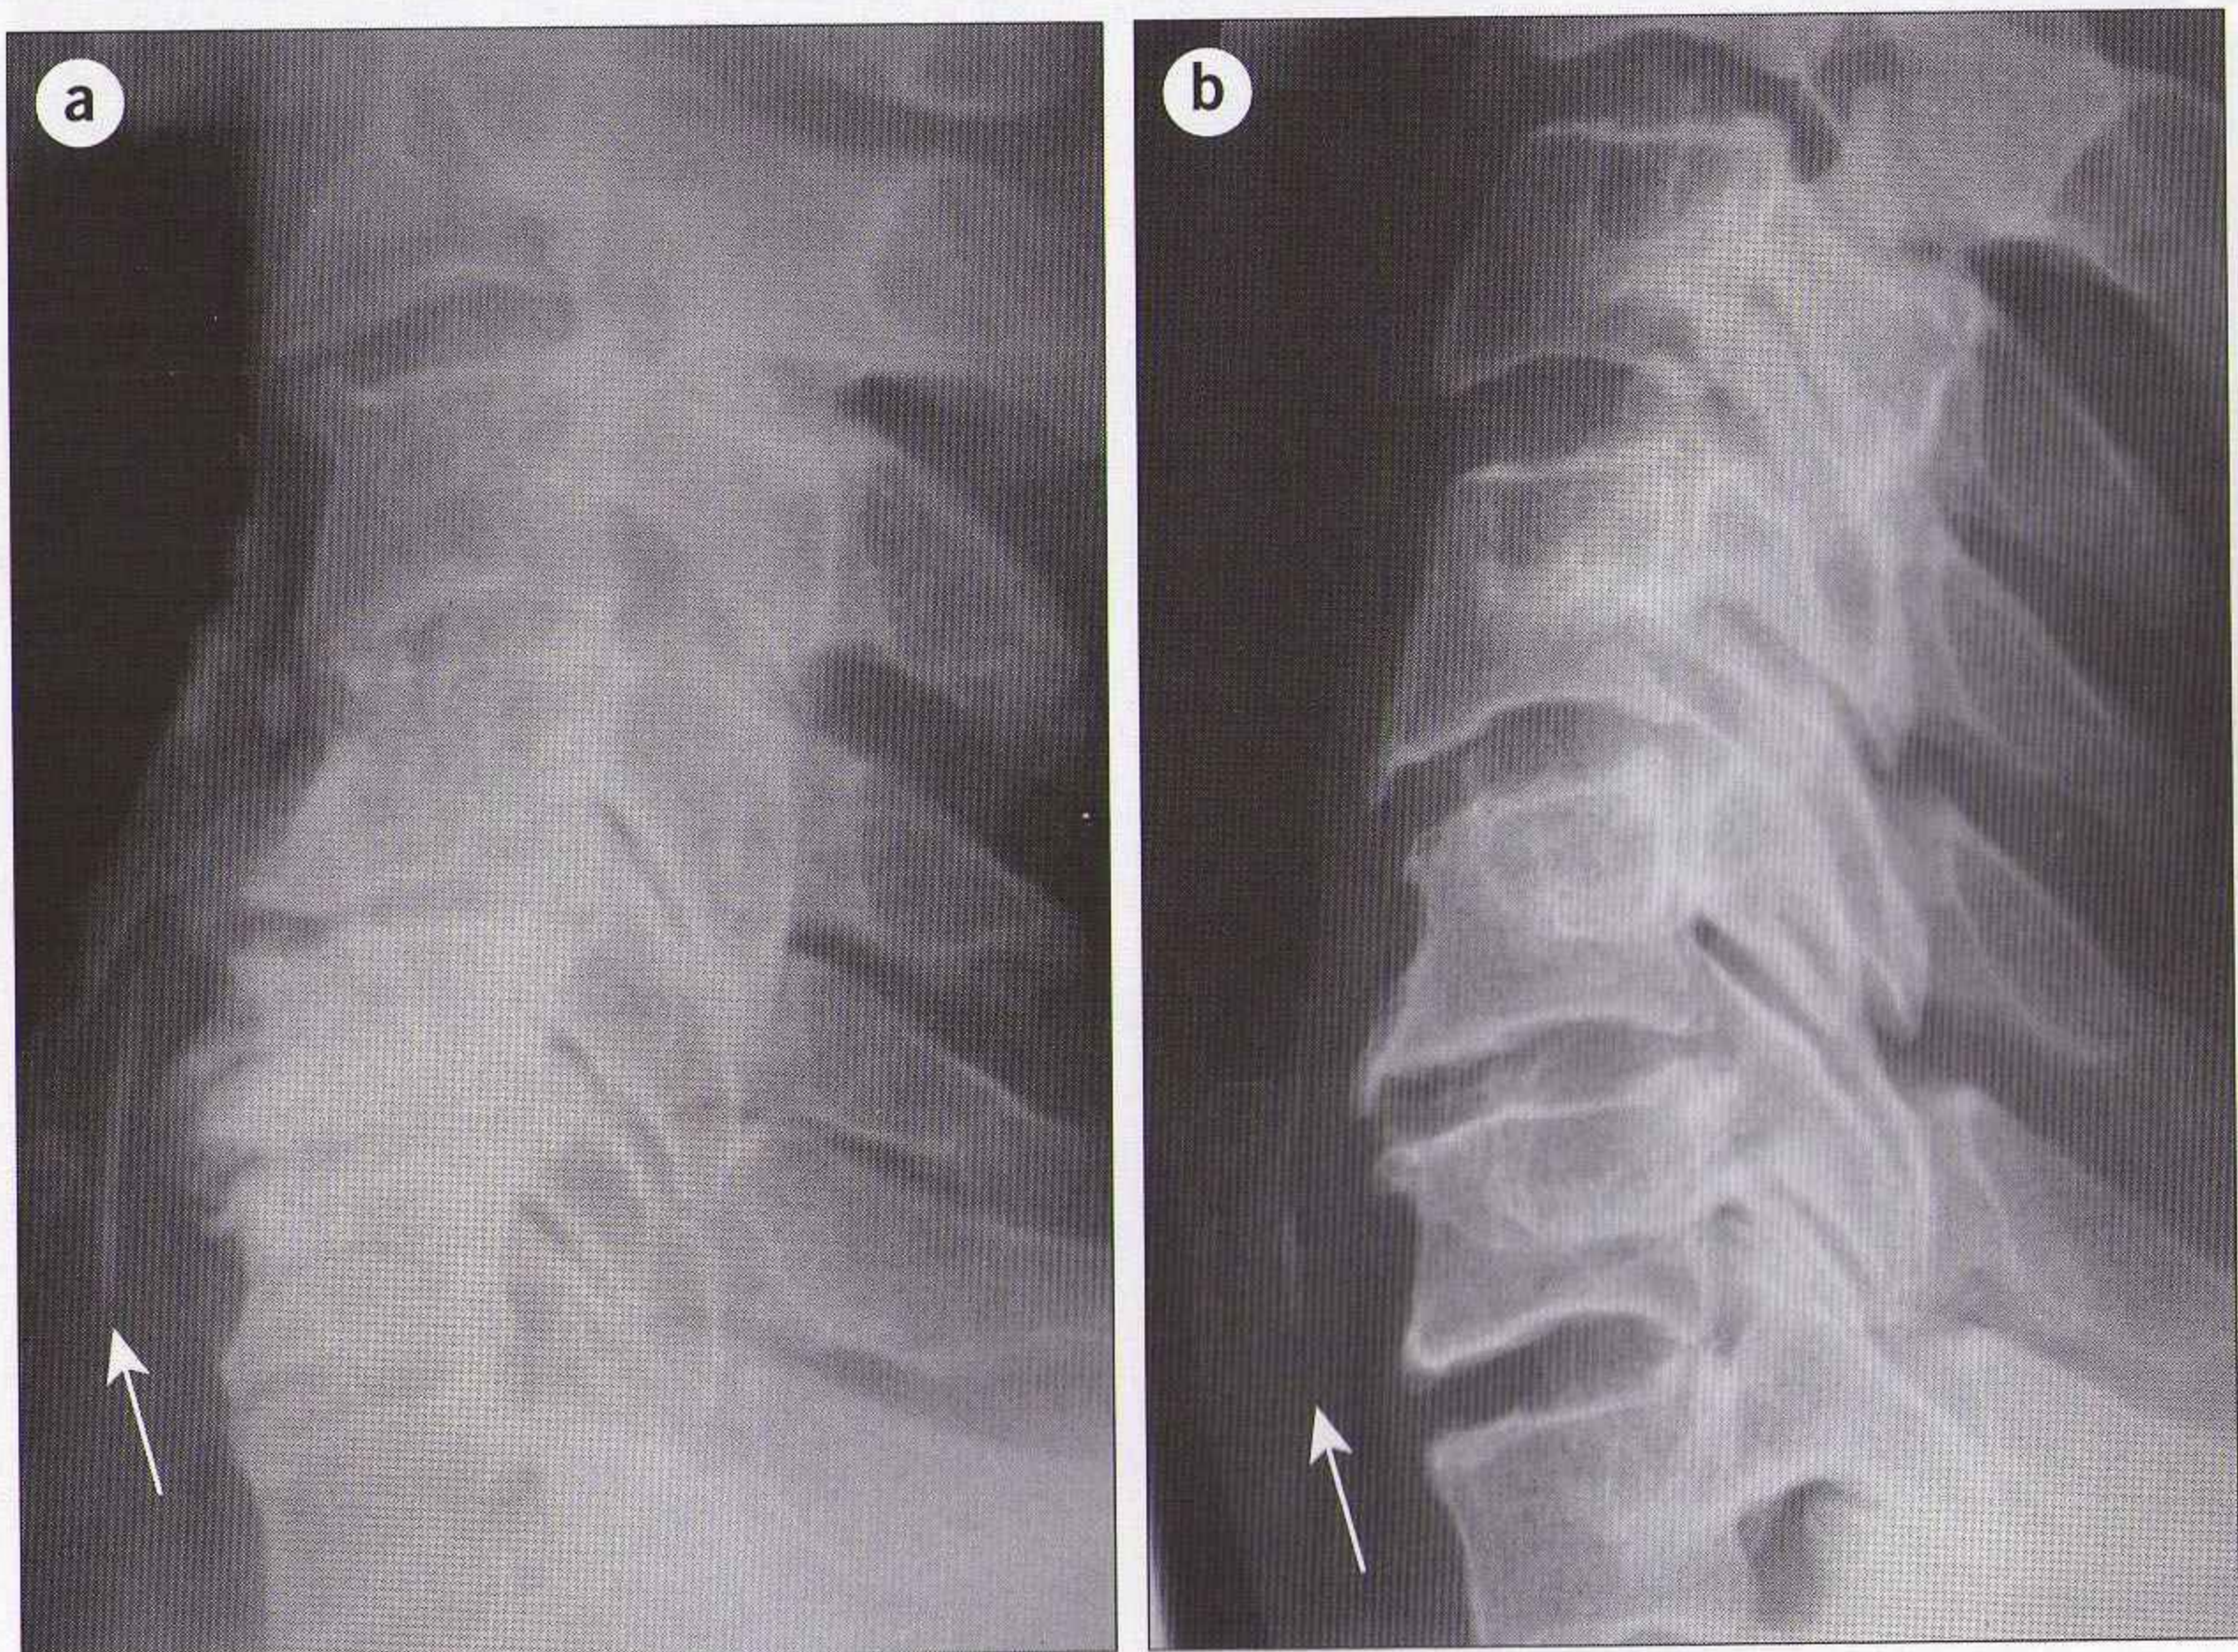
Piège : le patient (a) a avalé un os de poulet (flèche). La radiographie (b) montre un aspect similaire (flèche) – mais qui correspond à une ossification du cartilage cricoïde. Consulter un spécialiste expérimenté en cas de doute.
